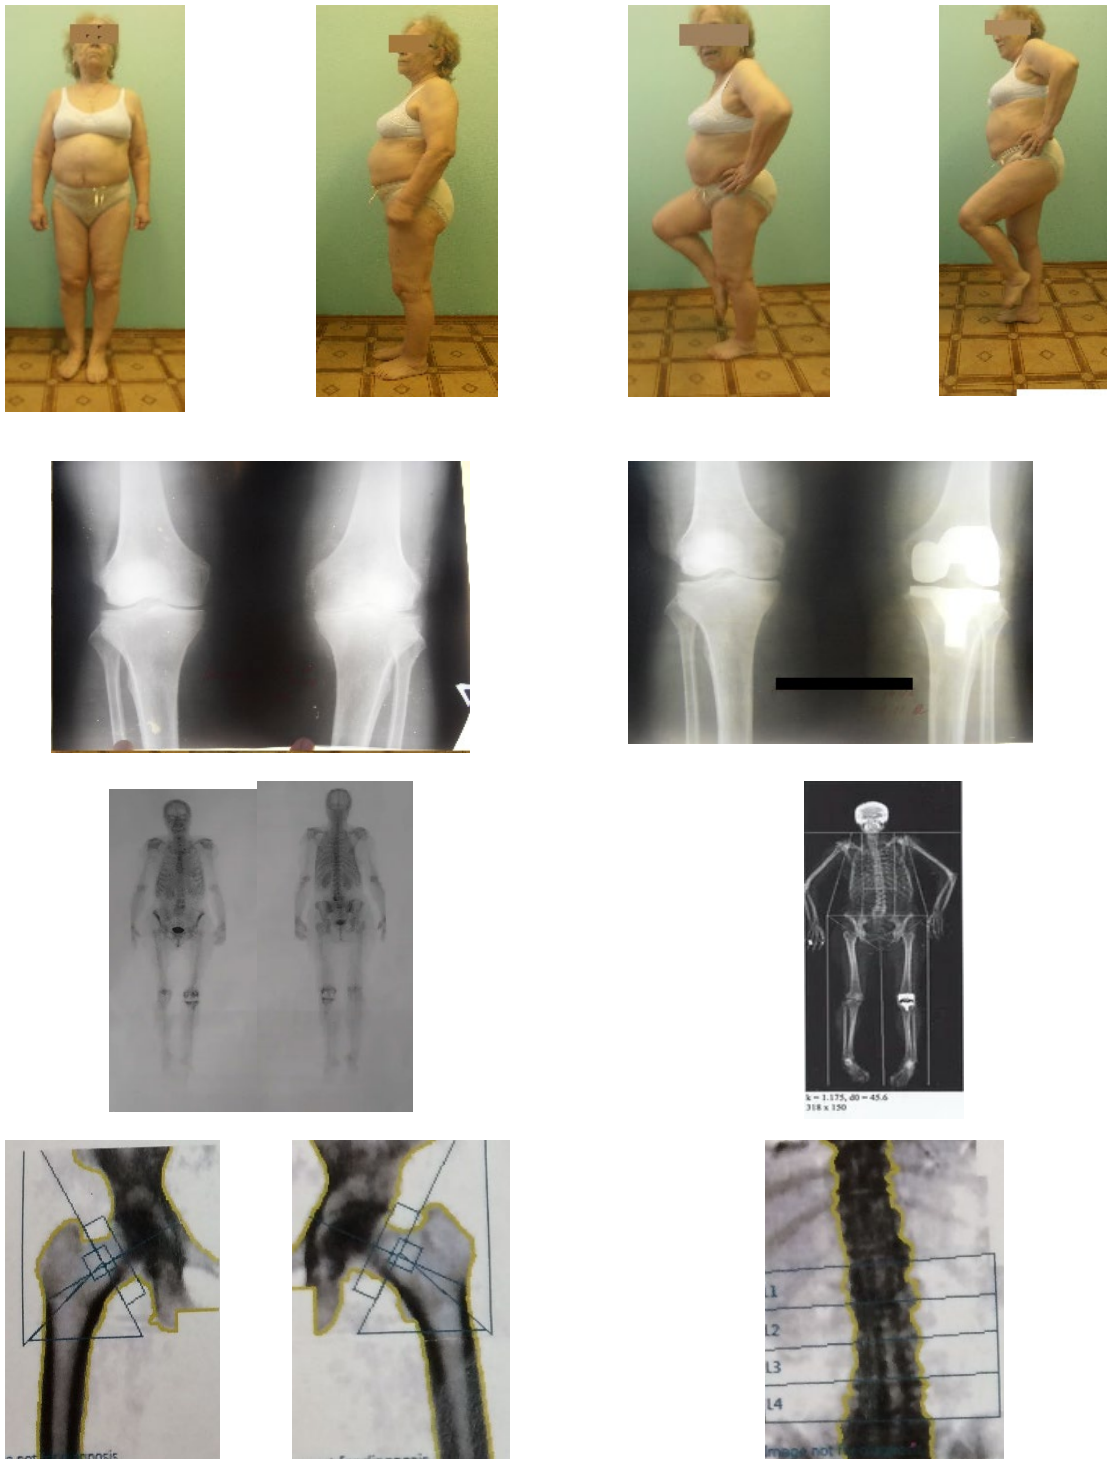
♀ 1944 года рождения, диагноз: остеоартрит левого коленного сустава III ст. Артропластика левого коленного сустава. Ортопедический статус после операции; рентгенограмма до операции; рентгенограмма после операции; остеосцинтиграфия; остеоденситометрия скелета (Whole Body, Total Hip, Total Spine). Подгруппа 16
